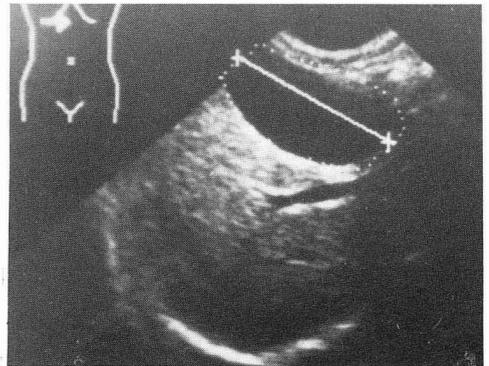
Ecografía abdominal: Vesícula biliar normal*
